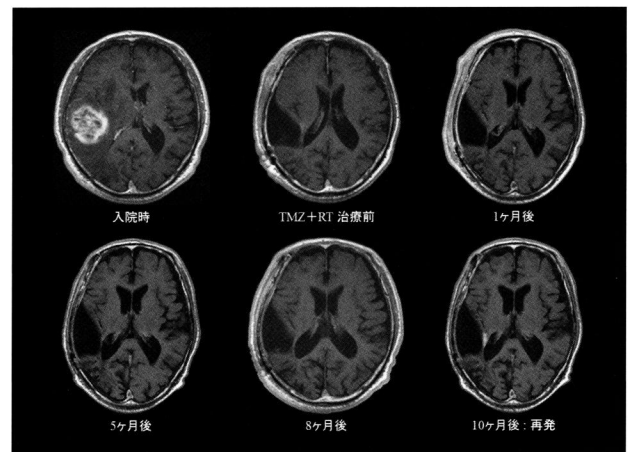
症例1 (80歳、男性) のGd-MRI
